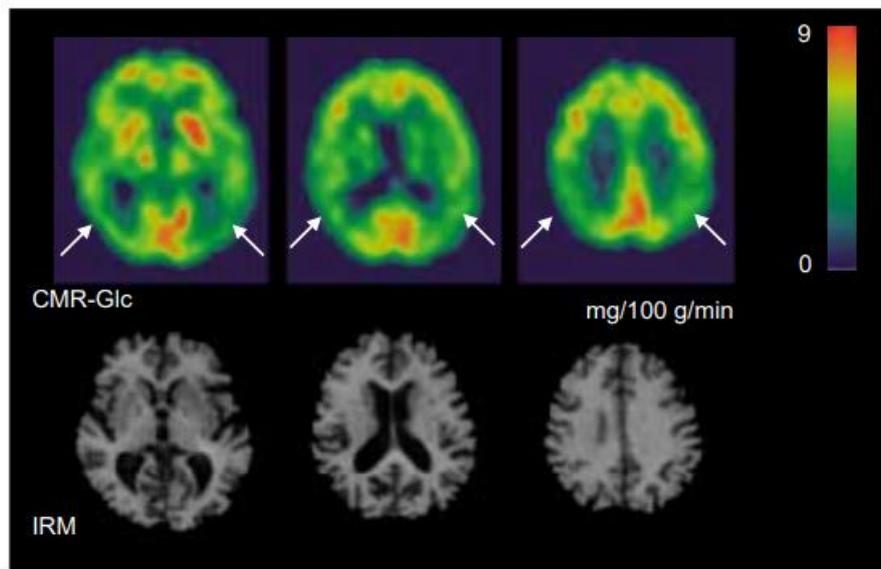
Images en TEP (tomographie par émission de positons) représentant la consommation cérébrale de glucose (CMR-Glc), et coupes correspondantes d'IRM (imagerie par résonance magnétique) représentant l'aspect morphologique du cerveau chez un patient présentant une MA probable à un stade peu avancé. L'hypométabolisme des régions associatives postérieures est signalé par les flèches (Eustache et al., 1999).
